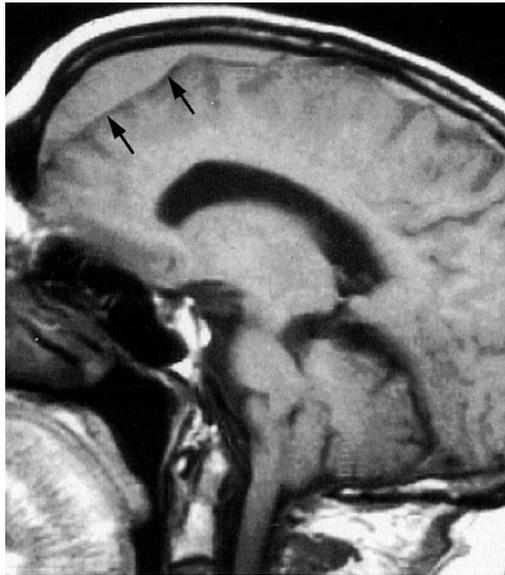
RM craneal de un hombre de 79 años con un hematoma subdural crónico. (Tomado de Yock DH. *Magnetic resonance imaging of CNS disease: a teaching file*, ed 2, St Louis, 2002, Mosby, case 708, p. 433.)
